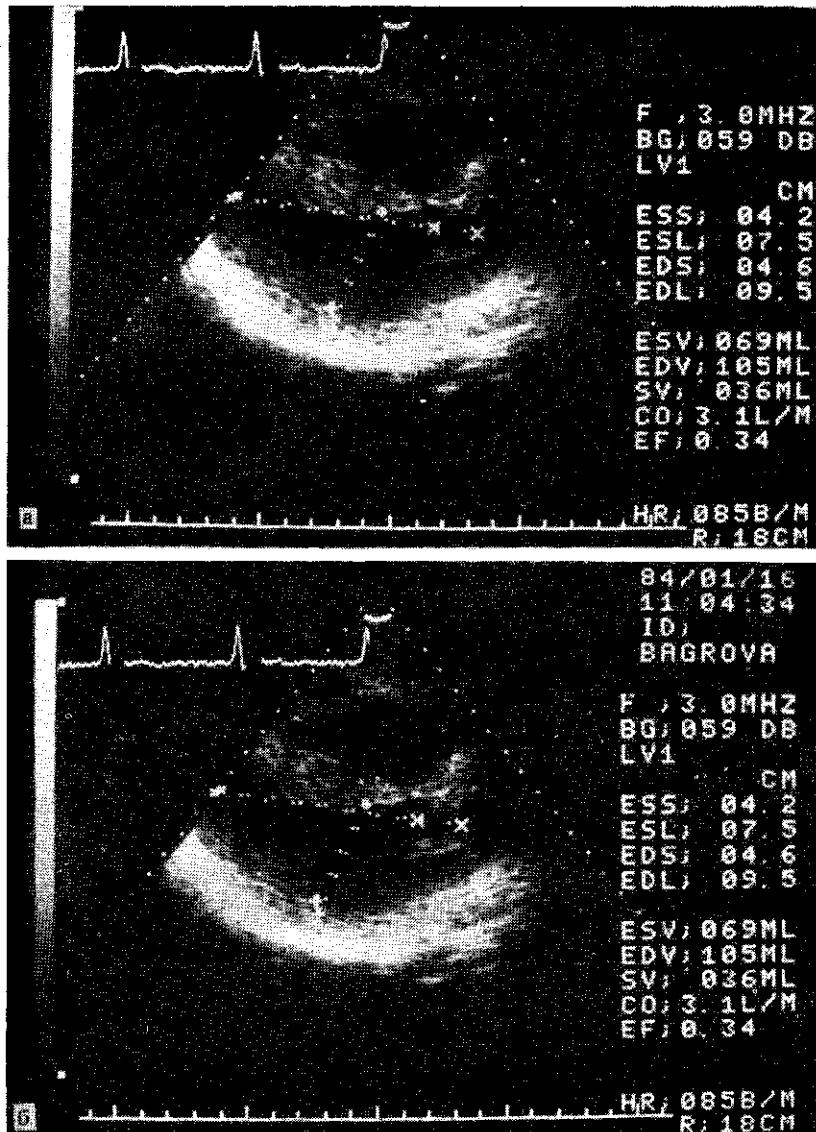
Эхокардиограмма больной в режиме В на различных уровнях при асимметричной обструктивной ГКМП (а, б, в).
